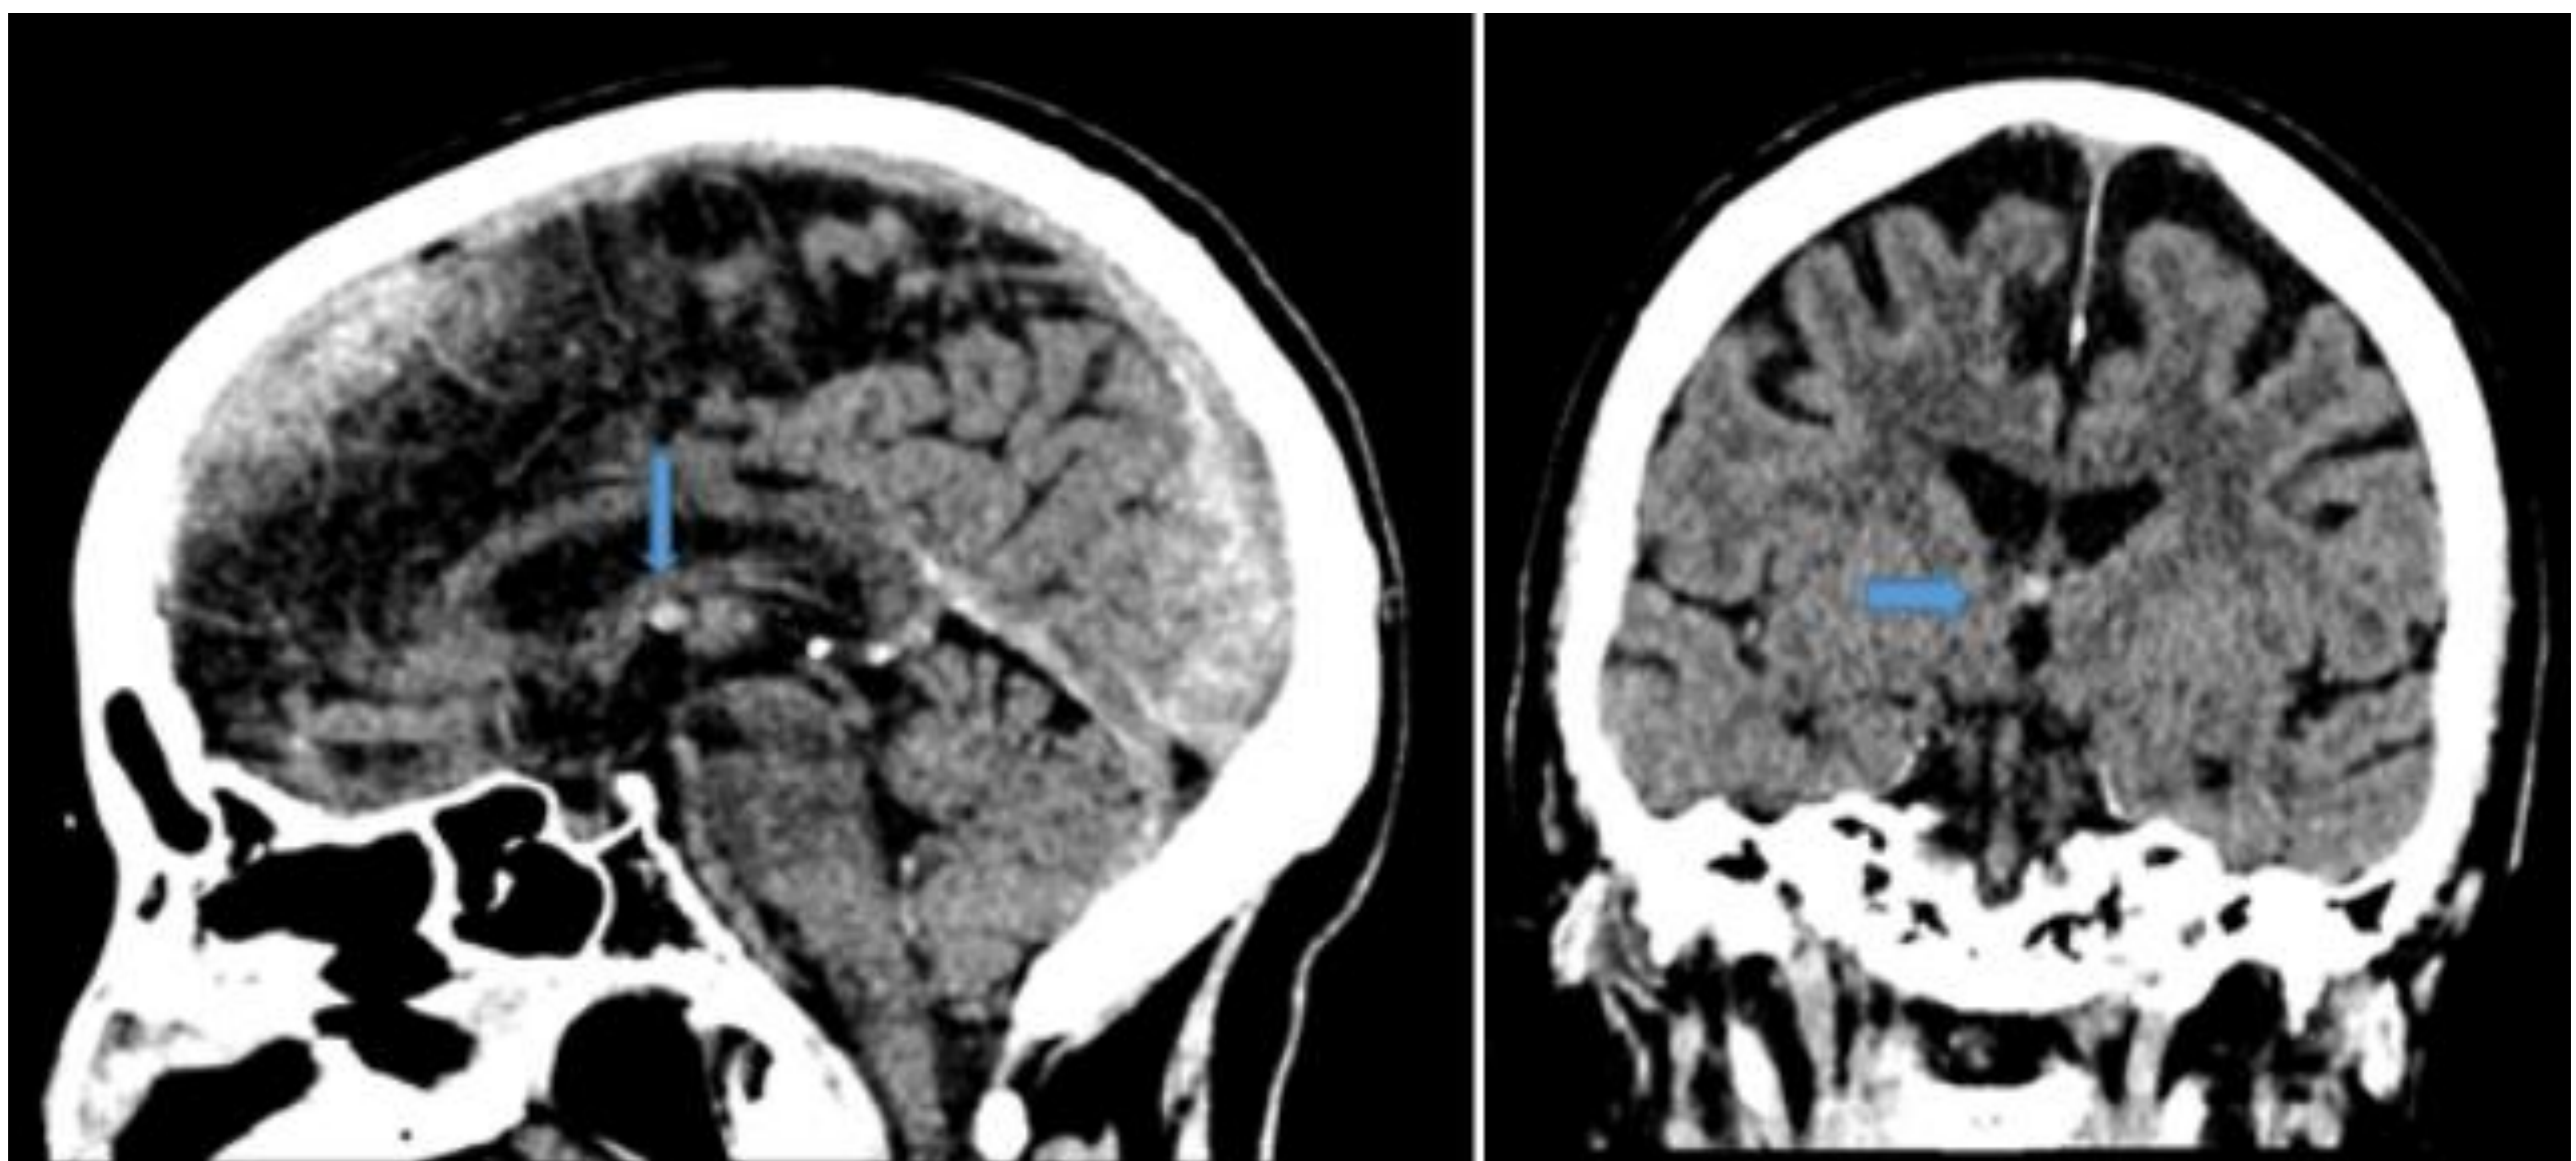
Quiste coloide: TC sin contraste. Nódulo hiperatenuante bien definido en el techo de la división anterior del III ventrículo.
